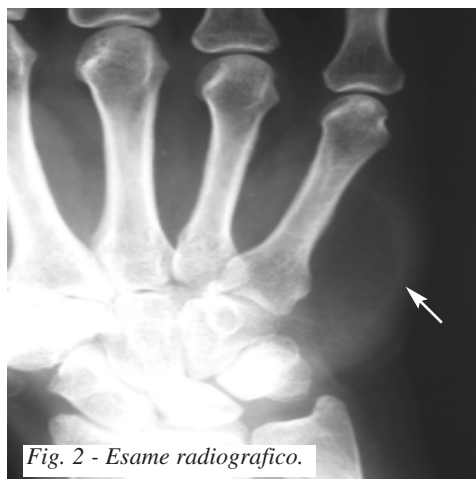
Esame radiografico.
